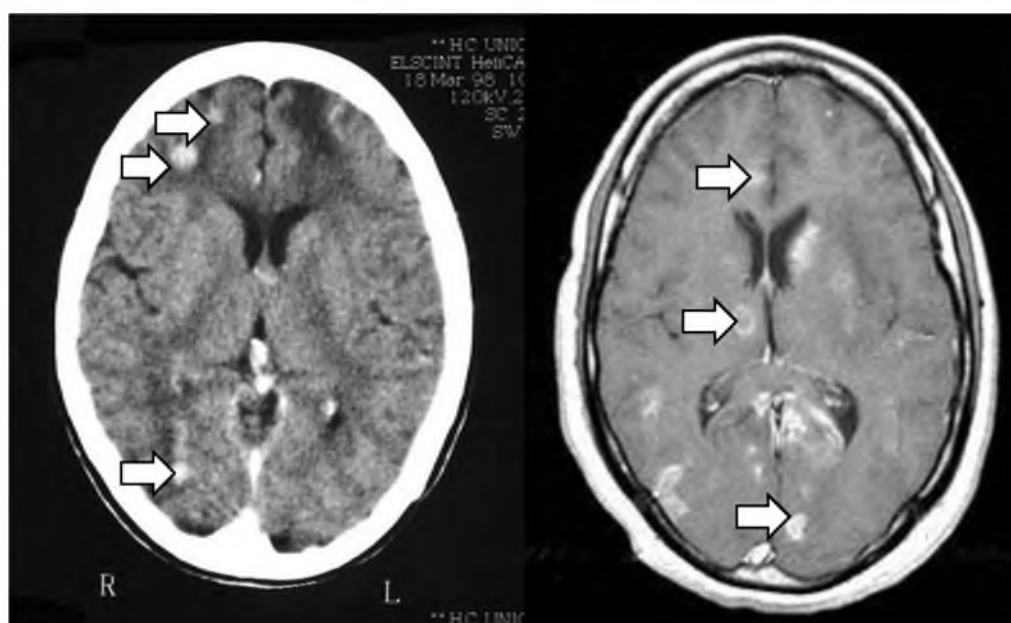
МРТ – признаки токсоплазмоза головного мозга.
